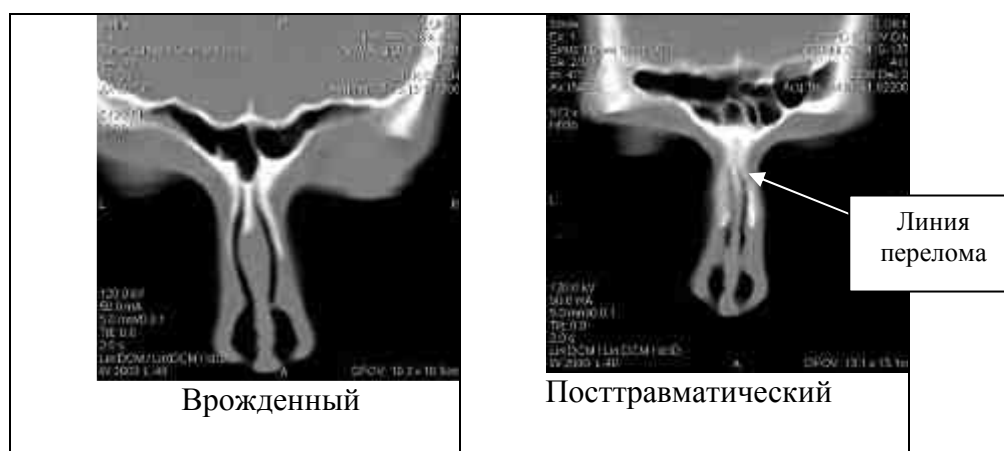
Форма носовой пирамиды у пациентов с риносколиозом различного генеза по данным КТ
